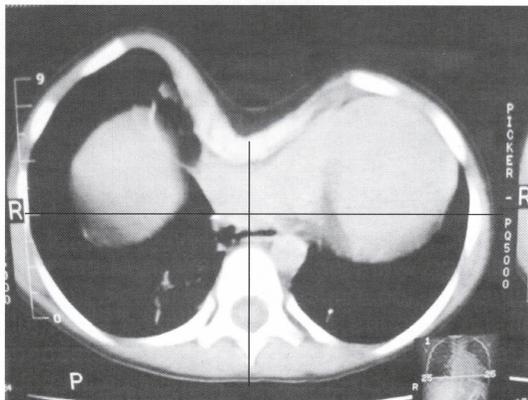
TAC de tórax preoperatoria en paciente con PE asimétrico. Obsérvese la compresión y desplazamiento de cavidades cardíacas.
